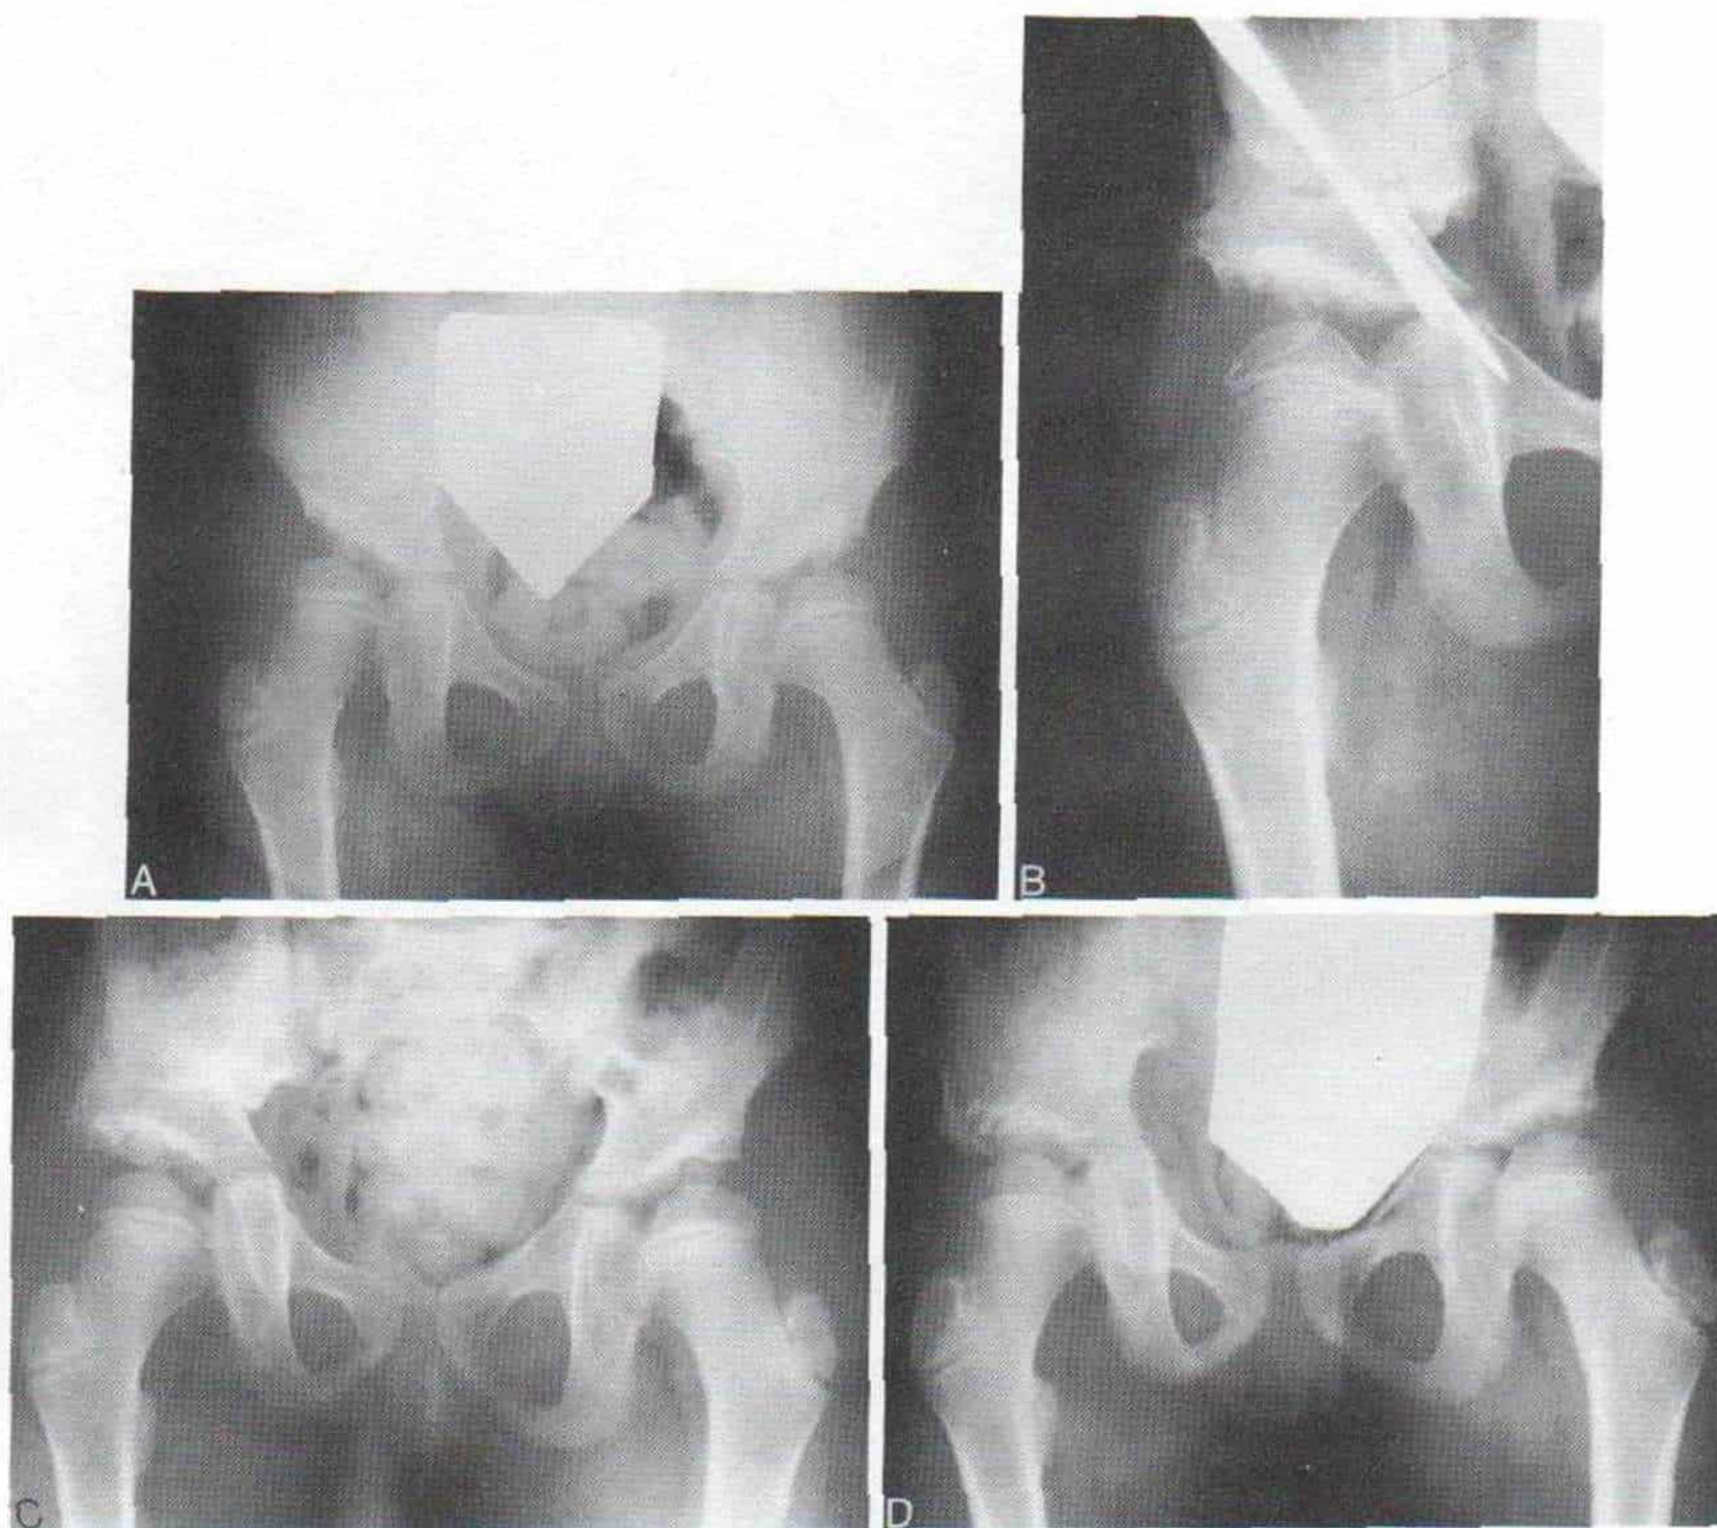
Radiografías que ilustran la modificación de Kalamchi de la osteotomía iliaca de Salter.
